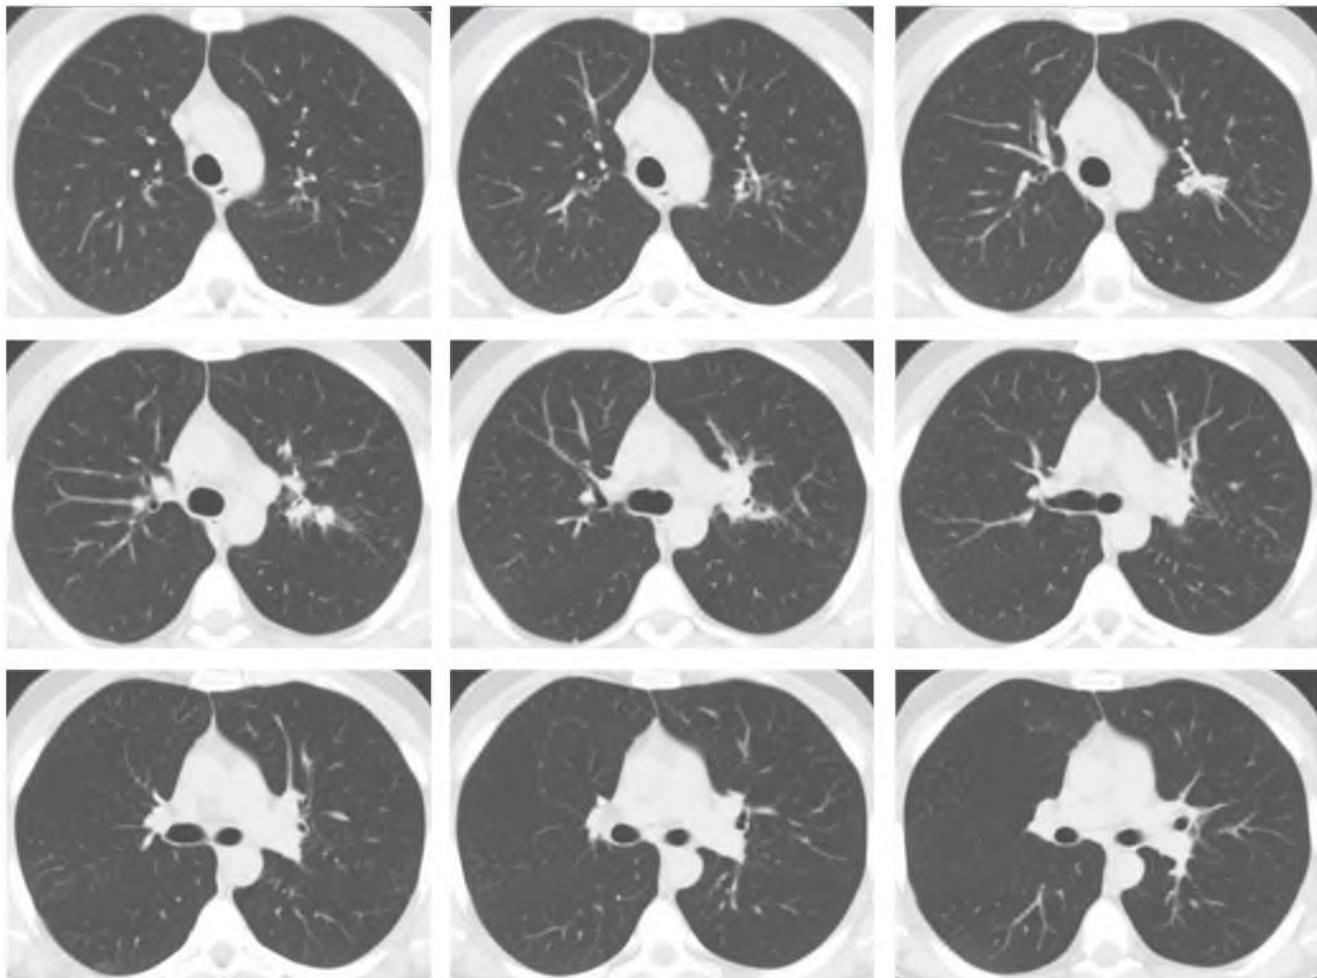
Компьютерные томограммы органов грудной полости от 26.06.2014 г.
